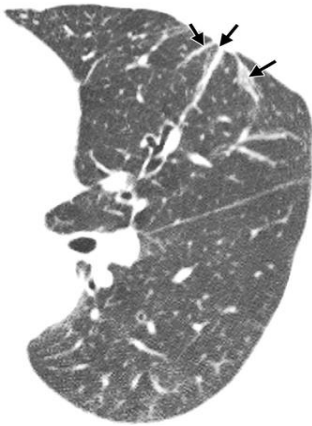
Transversaler CT Scan zeigt parenchymale Bänder (24)
